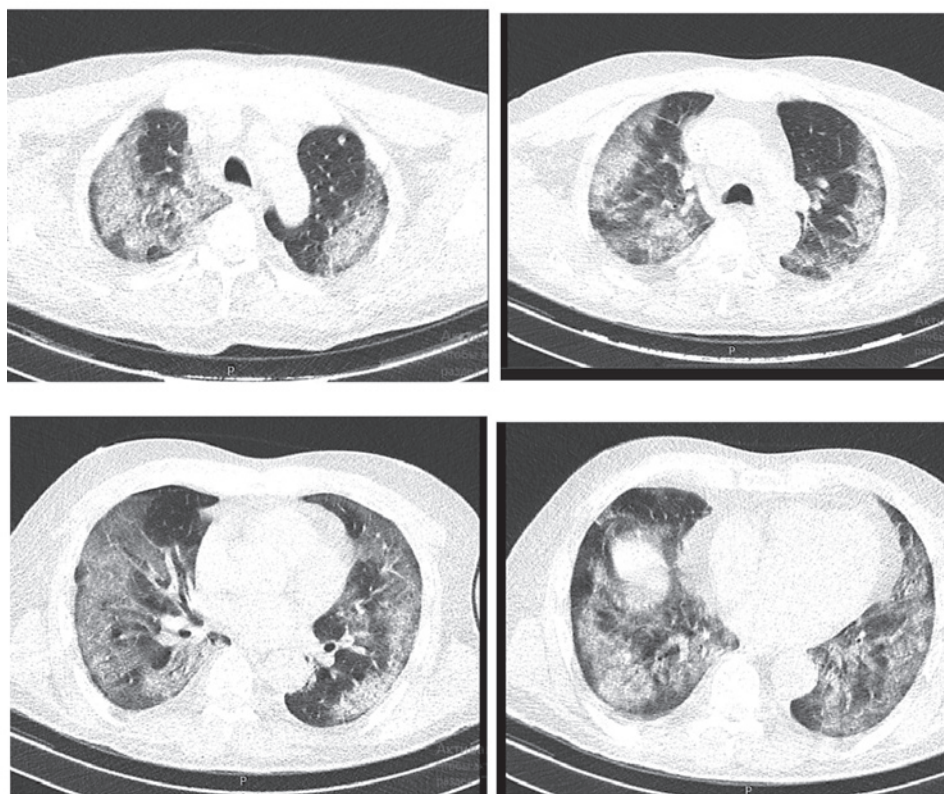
МСКТ пациента М., 61 год, с двусторонней пневмонией, больного COVID-19
